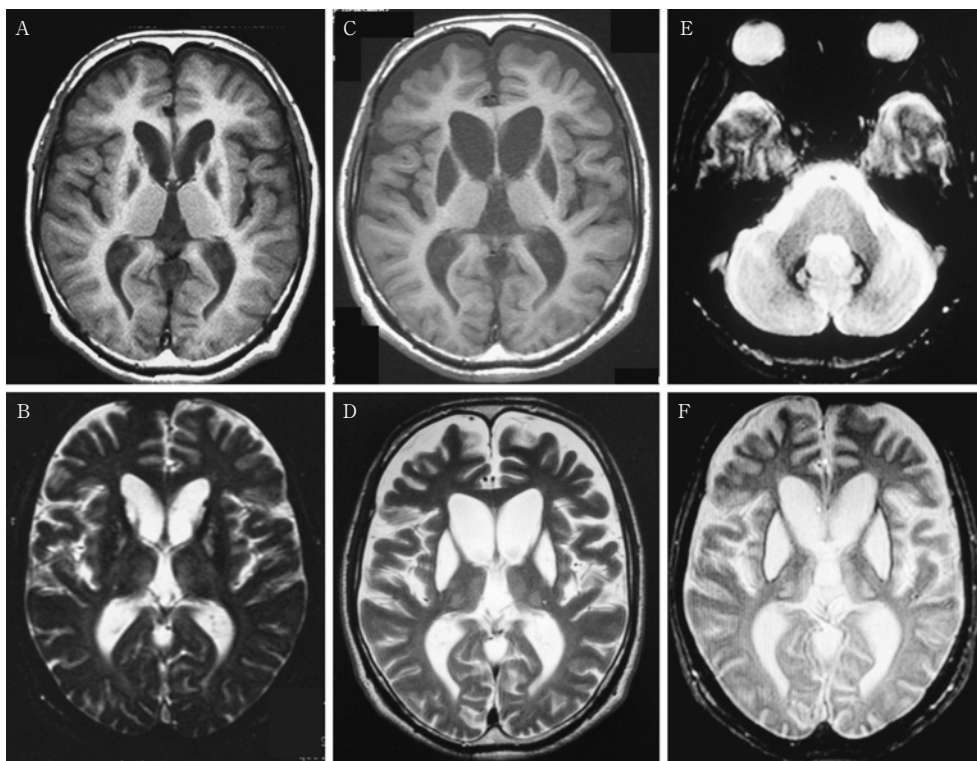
Axial brain MRI (1.5T) of the proband at 35 years of age (A, B) and at 42 years of age (C, D, E, F). (A) T1 weighted imaging (TR 400msec/TE 14msec) shows symmetrical hypointensity in the caudate nuclei and globus pallidus. (B) T2 weighted imaging (TR 800msec/TE 30msec). A hyperintense signal is seen in the caudate nuclei and pallidum bilaterally. (C) T1 weighted imaging (TR 400msec/TE 9msec). The hypointensity in the pallidum extends to the putamen. The cystic changes of the lenticular nuclei can be clearly observed. Bilateral frontal lobe atrophy is observed. The cornua of the lateral ventricle were enlarged due to the atrophy of the caudate nuclei. (D) In the T2 weighted imaging (TR 3,440msec/TE 89.4msec), the globus pallidus and putamen were involved with a confluent area of hyperintensity. The regions of T2 hyperintensity include the thalamus. (E, F) T2* imaging (TR 400msec/TE 25msec). The cystic changes of the basal ganglia were surrounded with linear signal loss. The signal loss is also noted in dentate nucleus.
